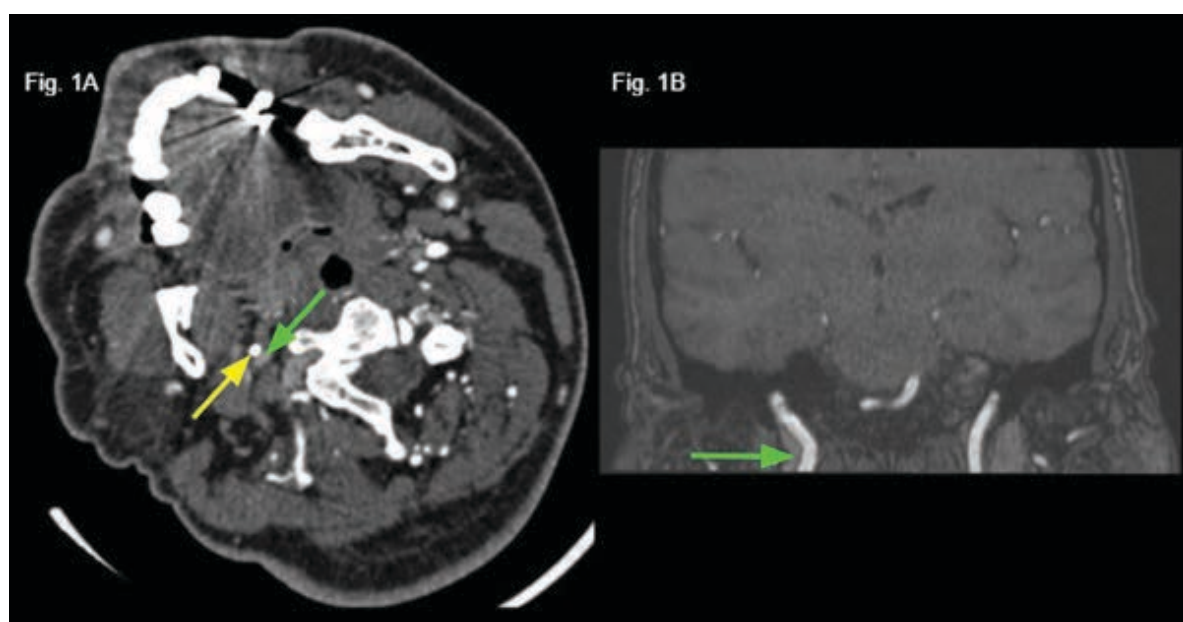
Paciente con foco neurológico izquierdo de algunas horas de evolución. A) Angio-TC dinámica de vasos de cuello. Imagen en rotación e inclinación lateral derecha que evidencia una compresión de la arteria carótida interna (flecha verde) ipsilateral entre la apófisis estiloides (flecha amarilla) y el espacio perivertebral correspondientes, con leve reducción de su calibre. B) Corte coronal en secuencia TOF. Se observa una imagen semilunar hiperintensa que rodea el segmento cervical (CI) de la arteria carótida interna derecha (flecha verde).
